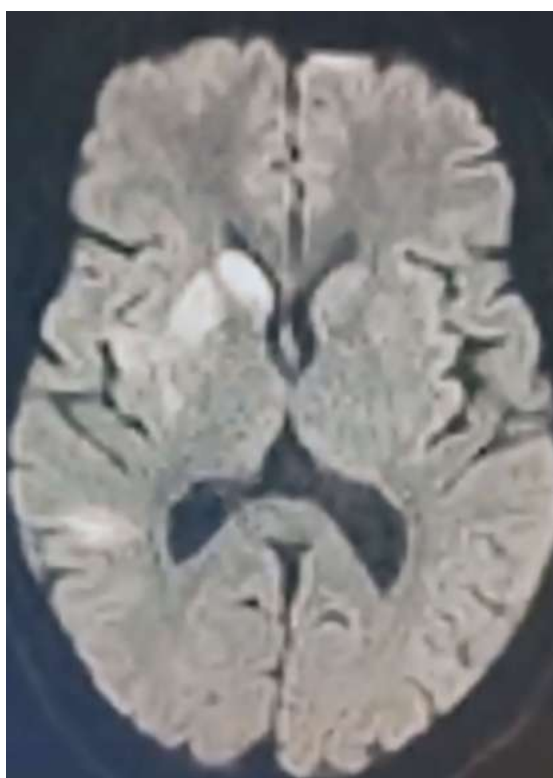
IRM cérébrale d'un patient suivi pour EI aortique certaine avec hémiparésie gauche, objectivant un hypersignal dans le territoire de l'ACM
